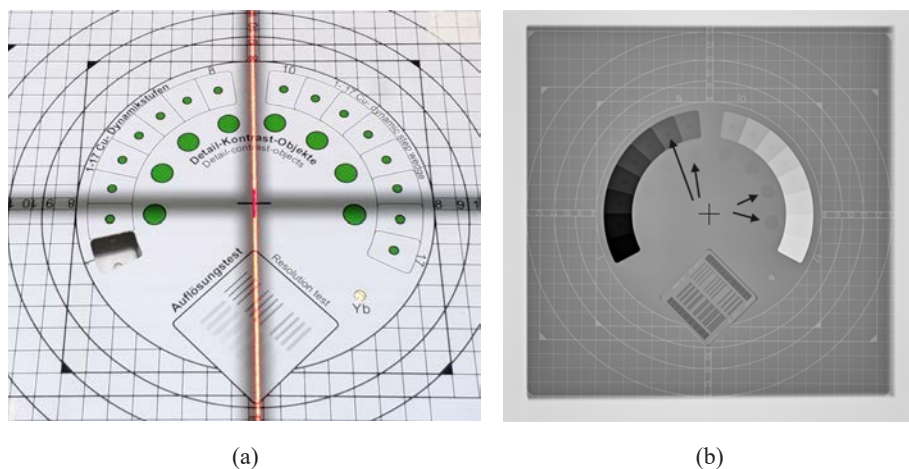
Изображения низкоконтрастного тест-объекта: (a) фантом; (b) рентгеновское изображение.
